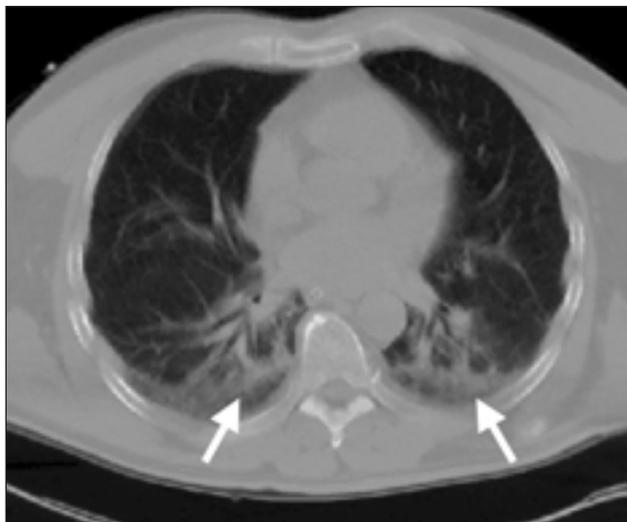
CT nach Narkoseeinleitung und Intubation. Bereits wenige Minuten nach Narkoseeinleitung finden sich bei ca. 90% aller Patienten dorsobasale Atelektasen (Pfeile). Ursächlich hierfür sind u.a. Muskelrelaxierung sowie die Präoxygenierung und Beatmung mit reinem Sauerstoff.
